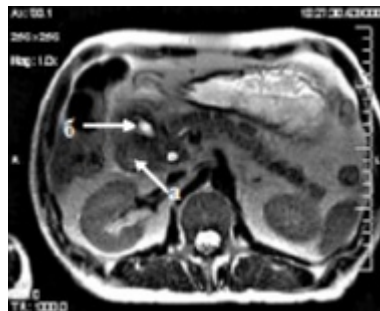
МРТ. А) Фиброз головки поджелудочной железы. Б) Липоматоз поджелудочной железы.
